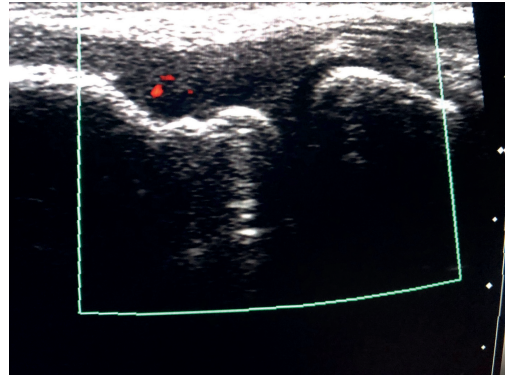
Darstellung der Neovaskularisierung im Bereich der Extensorenursprünge im Power-Doppler bei EPHR eines linken Ellenbogens
